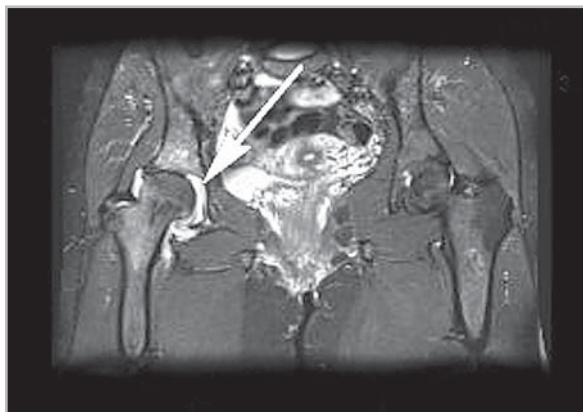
T1-взвешенная магнитно-резонансная томограмма тазобедренных суставов с подавлением сигнала от жира во фронтальной проекции больной реактивным артритом, ассоциированным с хламидийной инфекцией, продолжительность заболевания 6 мес: покровные гиалиновые хрящи правого тазобедренного сустава неравномерные по толщине, с признаками разволокнения; суставная щель правого тазобедренного сустава сужена в верхних отделах; суставная капсула утолщена, в полости сустава визуализируется выпот однородной структуры (стрелка)
